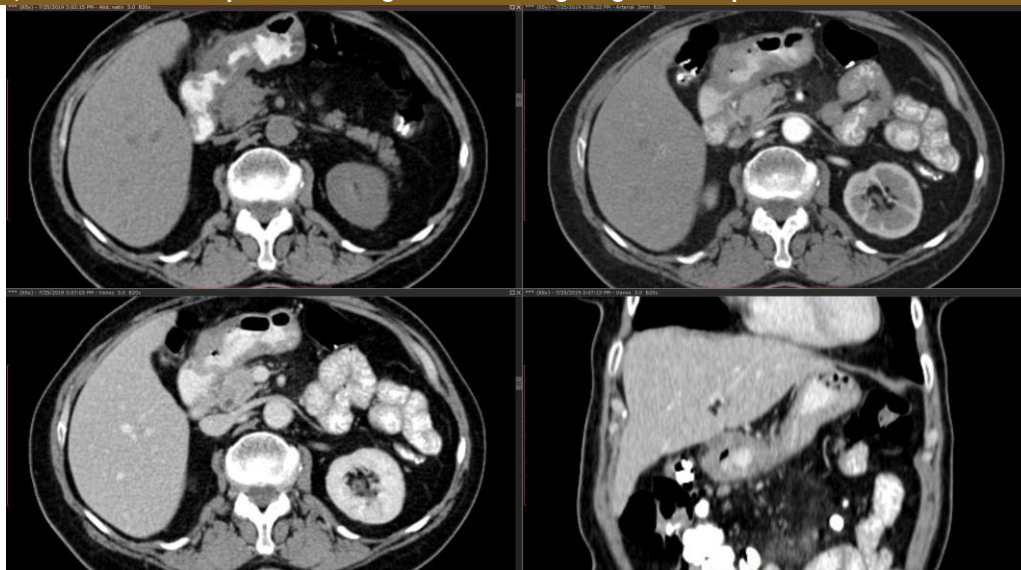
CT abdomen (axial - nativ, arterial și venos, coronal - venos). Formațiune cu priză de contrast neomogenă, antrală de 37/ 17 mm stenozantă cu 2 limfonoduli de 9/7 mm în ligamentul gastro colic și 3 limfonoduli pe mica curbură de 6/4 mm
